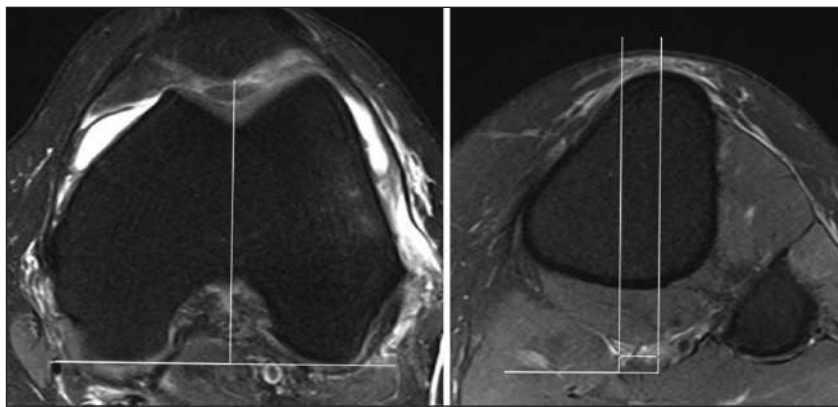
Вимірювання відстані PT-TG за допомогою МРТ
